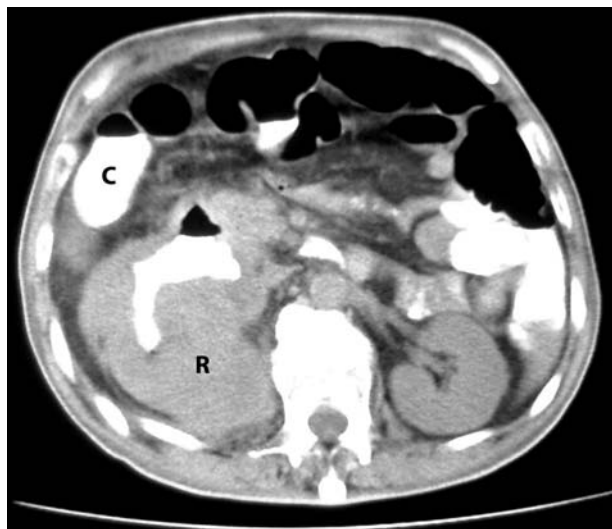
Tomografía de Abdomen con contraste oral. Paso de medio de contraste a cavidades renales y nivel hidroaéreo en colon.
